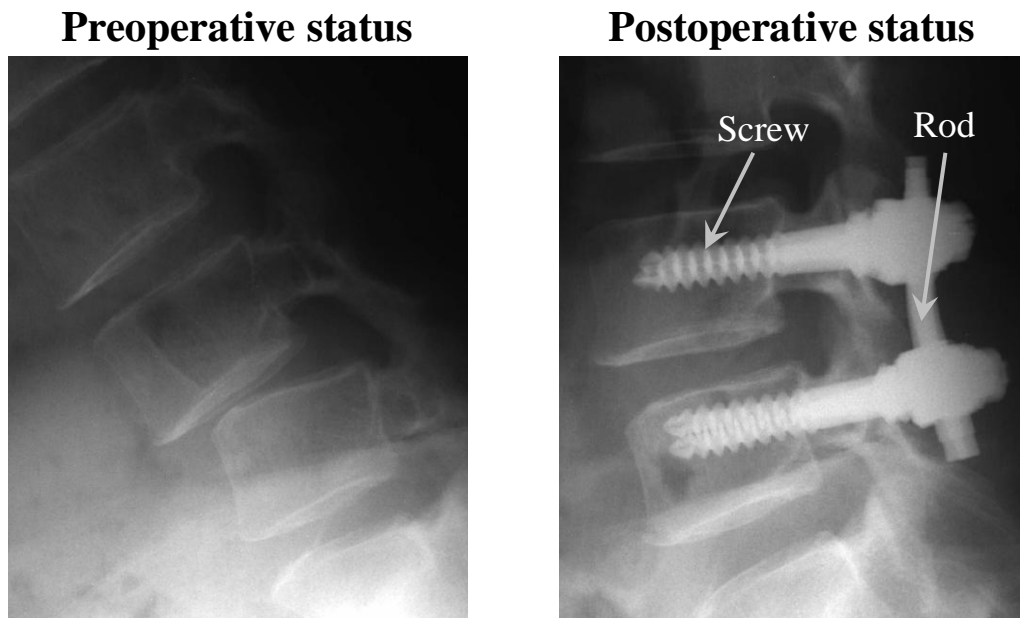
X-ray photograph of spinal fusion with pedicle screw and rod system
